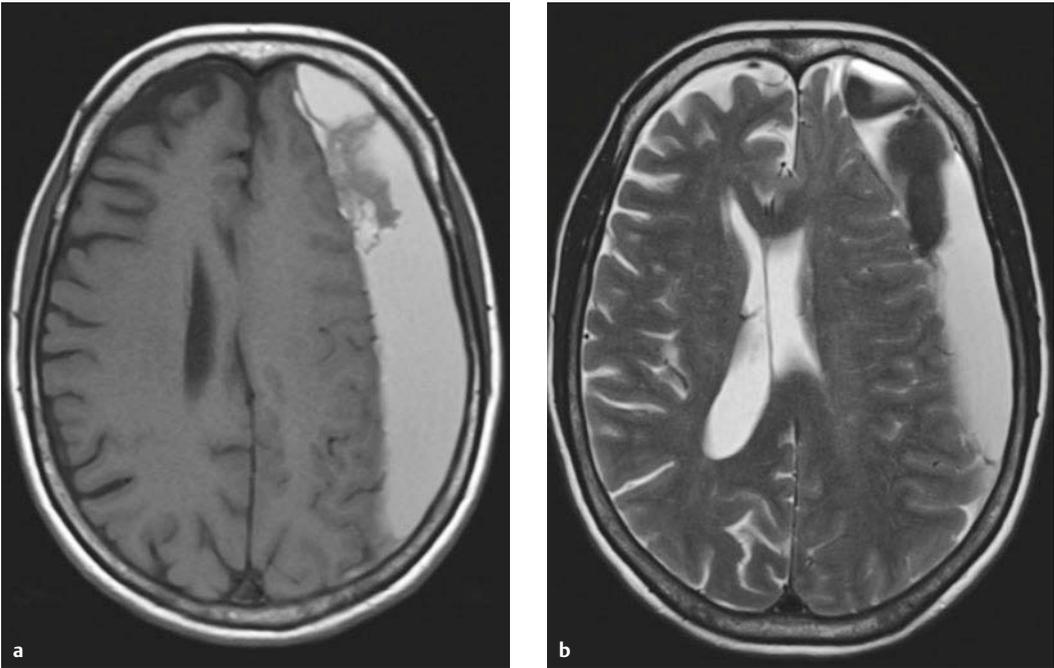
MRT eines chronischen Subduralhämatoms.
